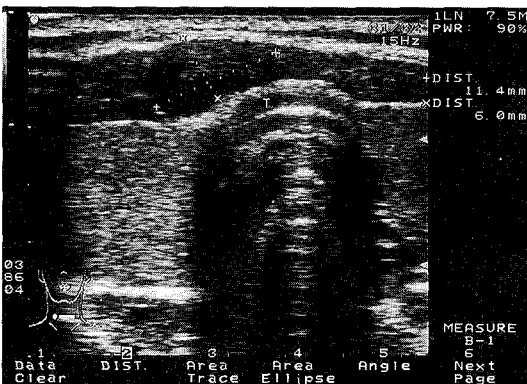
Ultrasonography showing a 1.4×1.1 cm sized hypoechoic lesion with a well defined margin on the isthmus of the thyroid.
